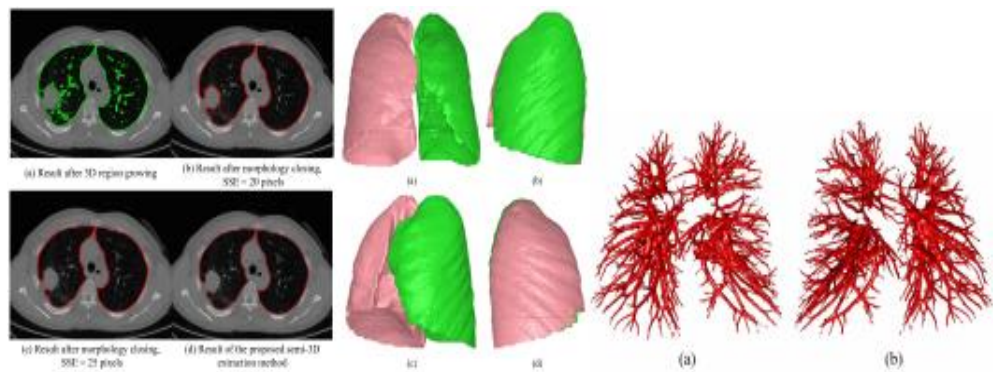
(X. Li, X. Wang, Y. Dai, P. Zhang, 2015). Reconstrucción 3D de los pulmones y vasos utilizando imágenes TC.
